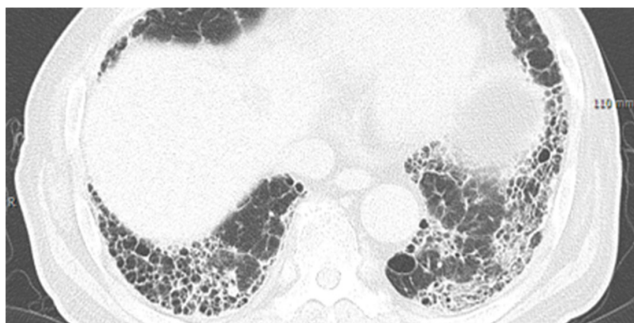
Radiologic pattern of usual interstitial pneumonia in a patient with rheumatoid arthritis. HRCT image shows bilateral subpleural honeycombing and reticular opacity with traction bronchiectasis.
